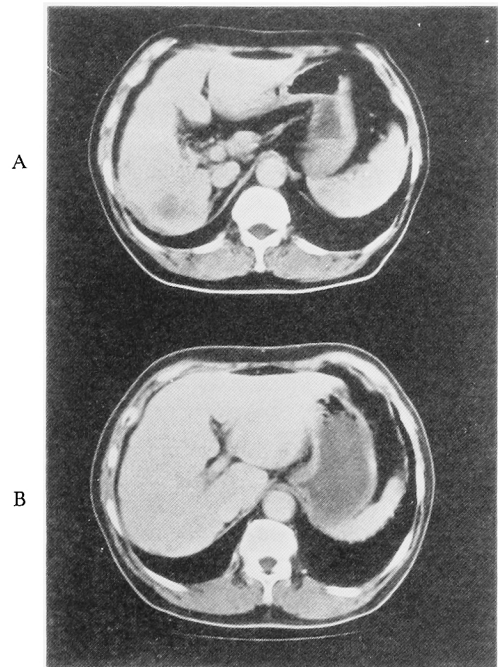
A. Abdominal CT-scan revealed metastatic liver tumor in the right lobe.
